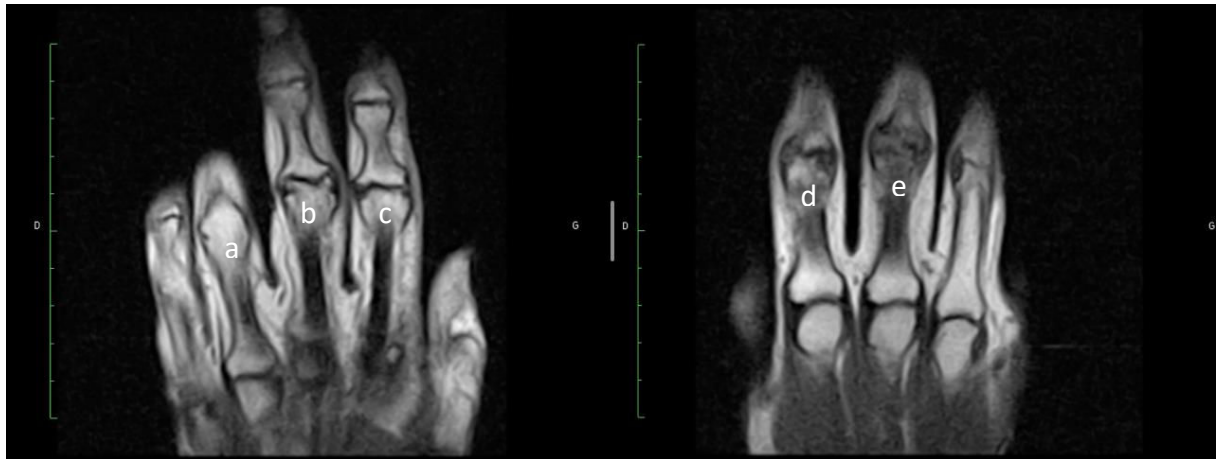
IRM : Arthrose digital des IPPs et IPDs
